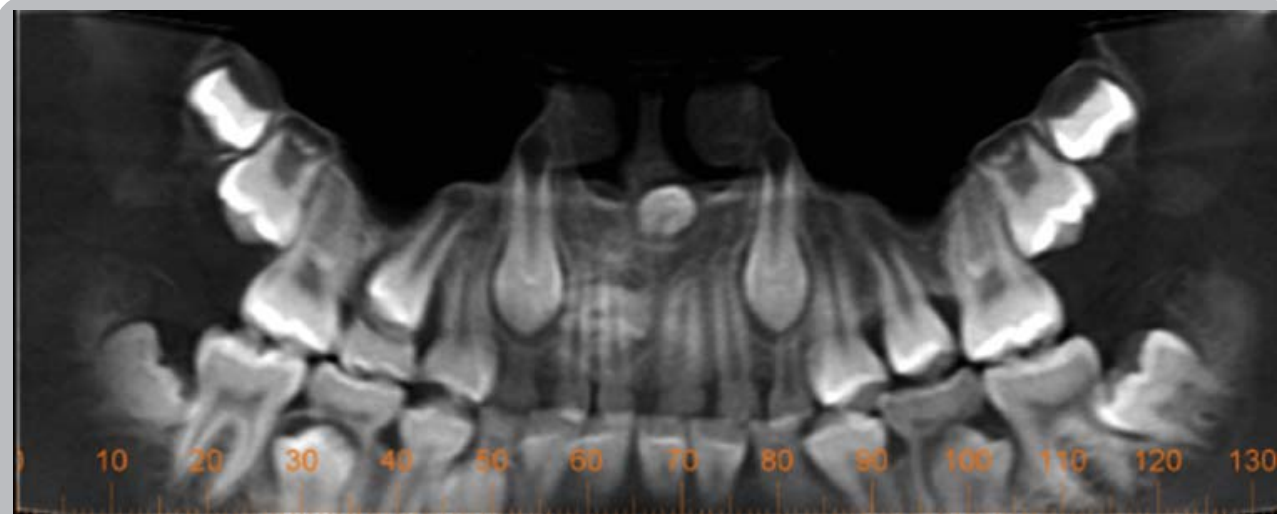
Niño de 12 años. Estudio cone beam. Vista panorámica. En zona anterior derecha se observan múltiples dentículos bien delimitados sobreproyectados con las raíces de los incisivos central y lateral derechos. Mesiodens incluido en posición ligeramente invertida a nivel de la espina nasal anterior. Corte transversal N.º 63 muestra los dentículos ubicados por palatino en relación a incisivos. Corte N.º 66 evidencia la presencia de otro supernumerario (mesiodens) en palatoversión, uno está ubicado a nivel de la espina nasal anterior y el segundo (no se observa en vista panorámica) con su corona en posición palatina. Se adjunta imagen volumétrica. (Gentileza Dra. Alessandrini)
